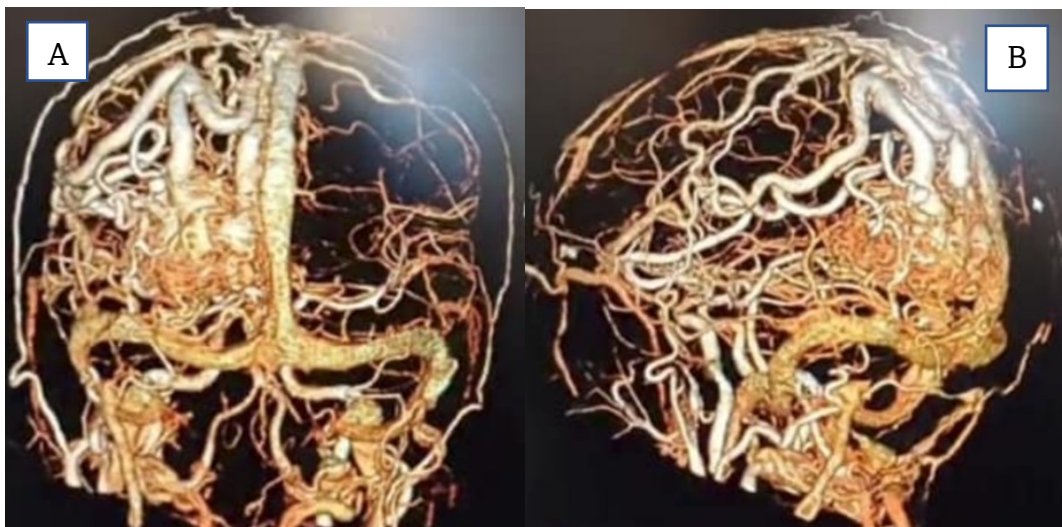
A-B. Angiotomografía preoperatoria de paciente con MAV compleja occipital izquierda. C-D Imagen postoperatorias de paciente con MAV compleja occipital izquierda.
